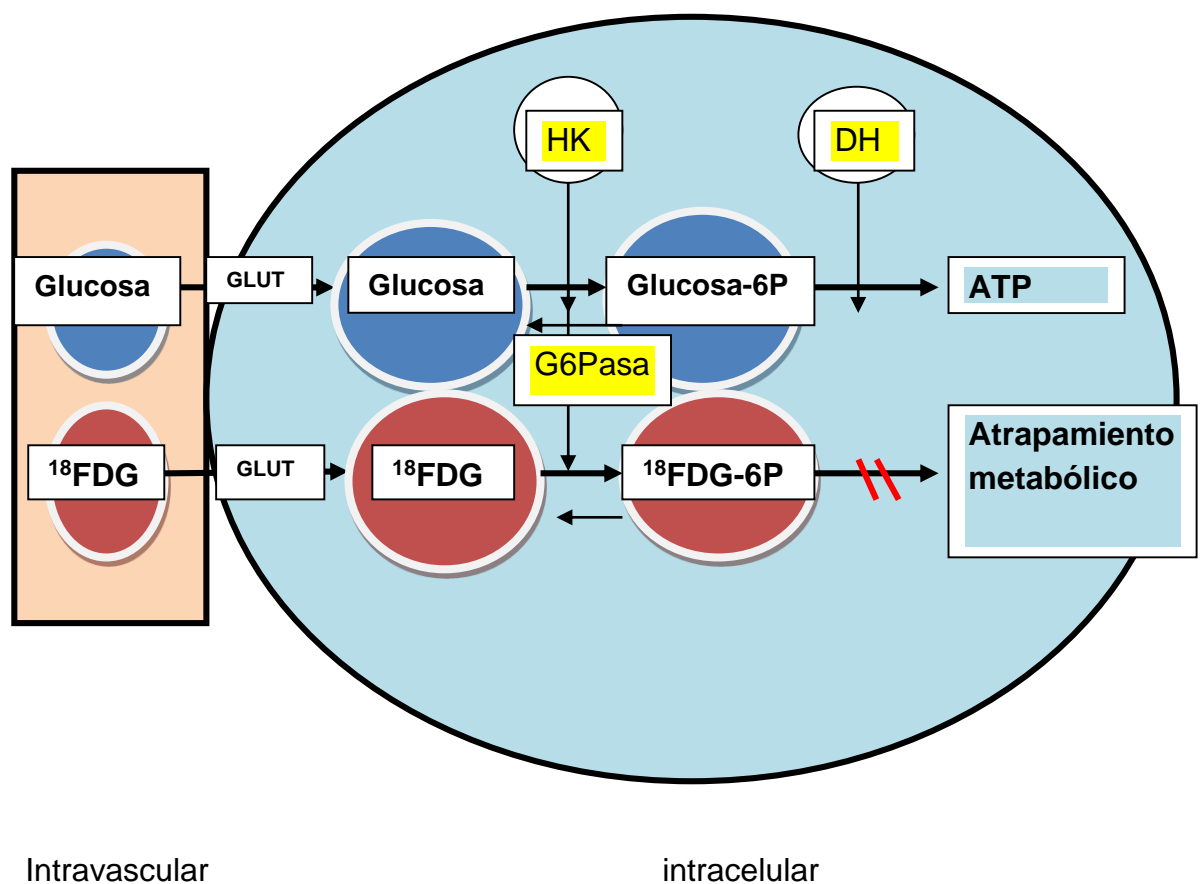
Metabolismo intracelular de la ^{18}F -FDG. HK: hexoquinasa; G6Pasa: glucosa-6-fosfatasa; DH: deshidrogenasa; ^{18}F FDG6P: 2- ^{18}F -fluoro-2-deoxi-D-glucosa-6-fosfato. GLUT: transportadores específicos de membrana
